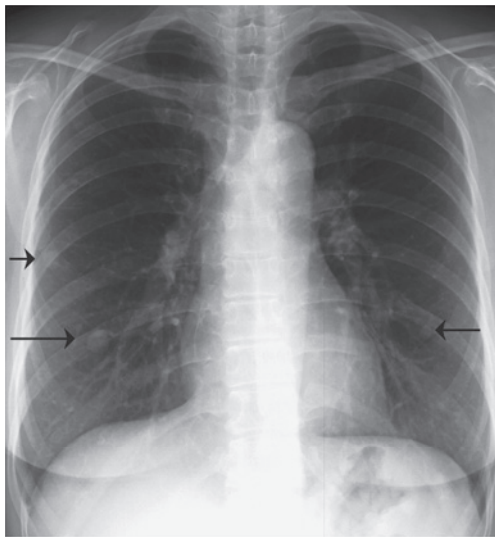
A chest radiograph on admission showing multiple nodules in the both lungs (arrows).
